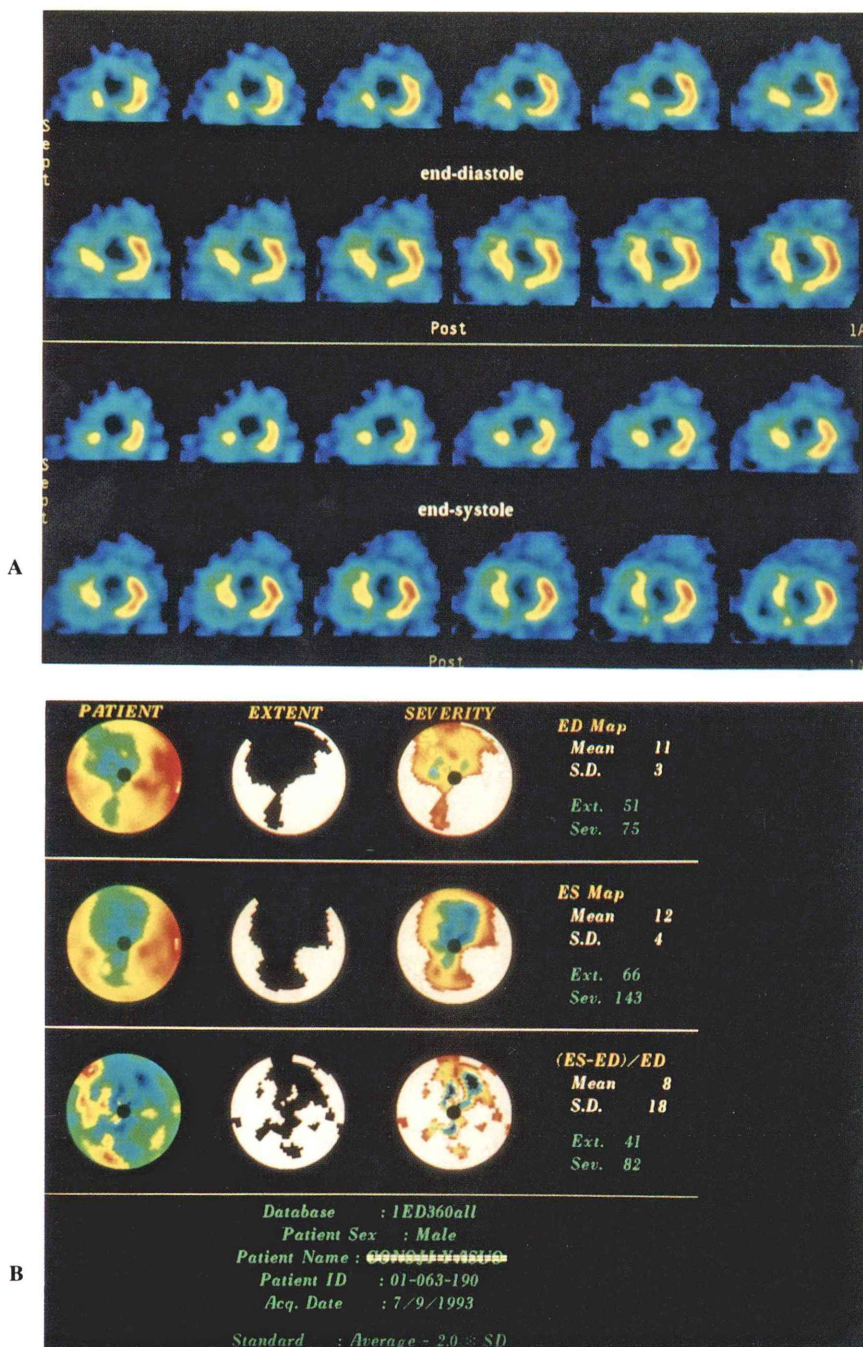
(A) Case 2. Hypertrophic cardiomyopathy. 45-year-old male: Short axial slices at end-diastole (ED) (top) and end-systole (ES) (bottom) in gated SPECT.
